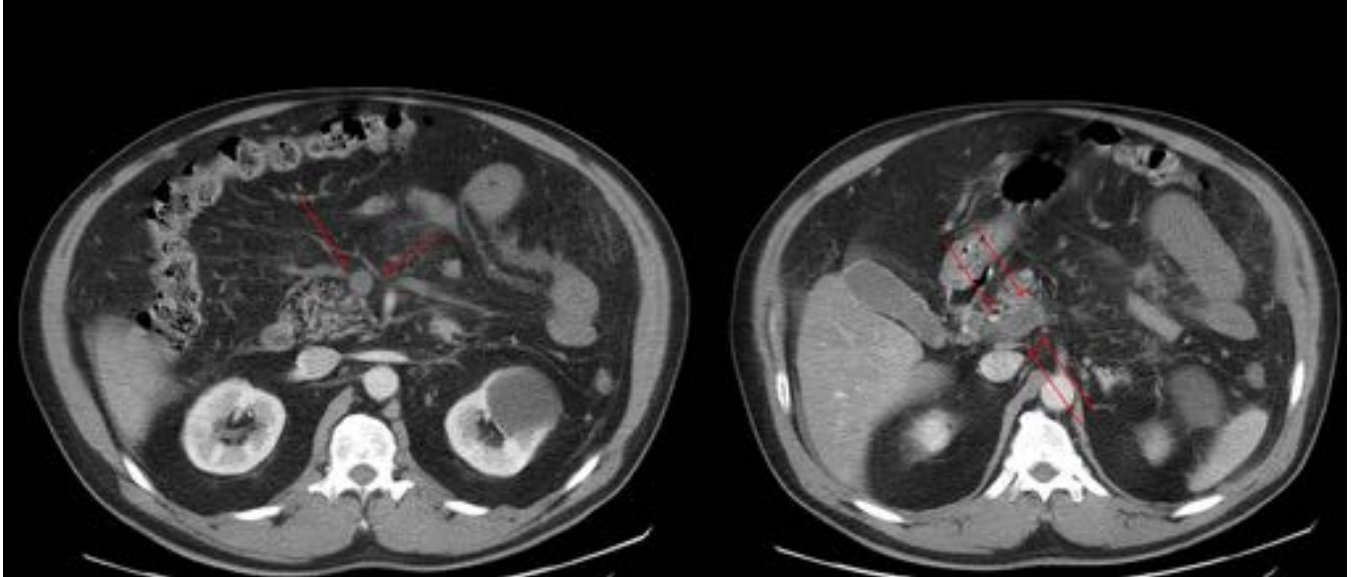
Trombosis de la vena mesentérica superior (VMS). TC en fase venosa, donde observamos un engrosamiento y ausencia de realce en la VMS por la presencia de un trombo en su interior (marcado con flechas), con extensión a la vena porta.
